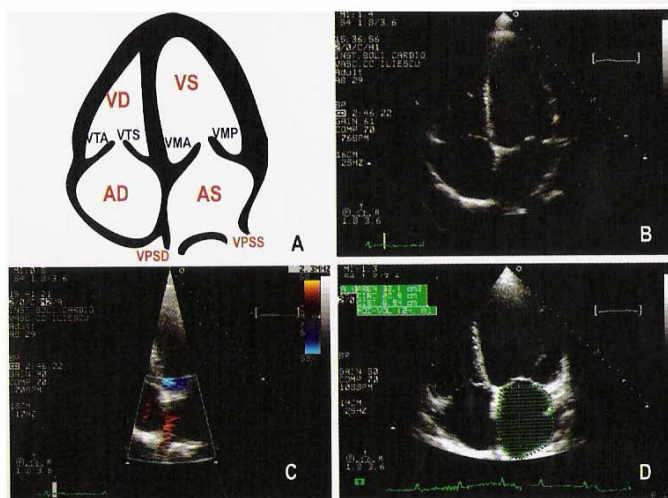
Secțiune apical 4 camere realizată din fereastra apicală
